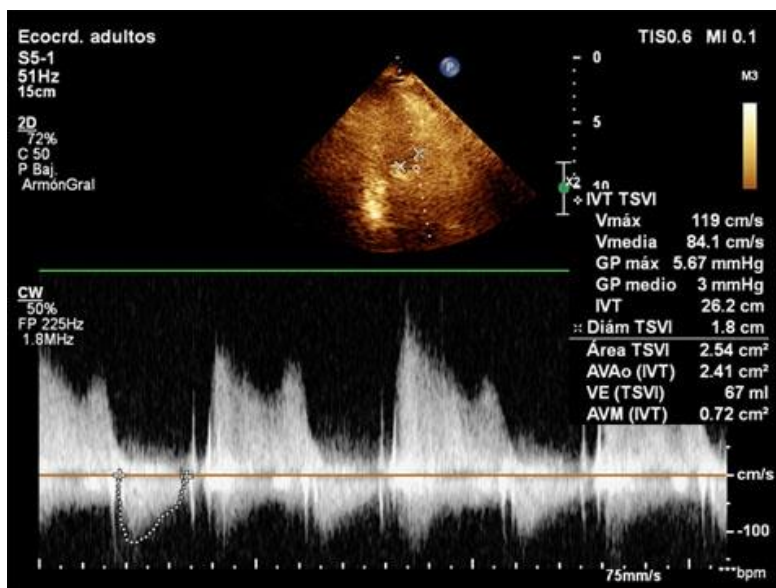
Ecocardiograma dópler que muestra lesión de la válvula tricúspide con insuficiencia grave, debido al depósito de vegetaciones, y un soplo holosistólico intenso (IV/VI) con frémito. Aumenta significativamente en longitud e intensidad, con la inspiración.
